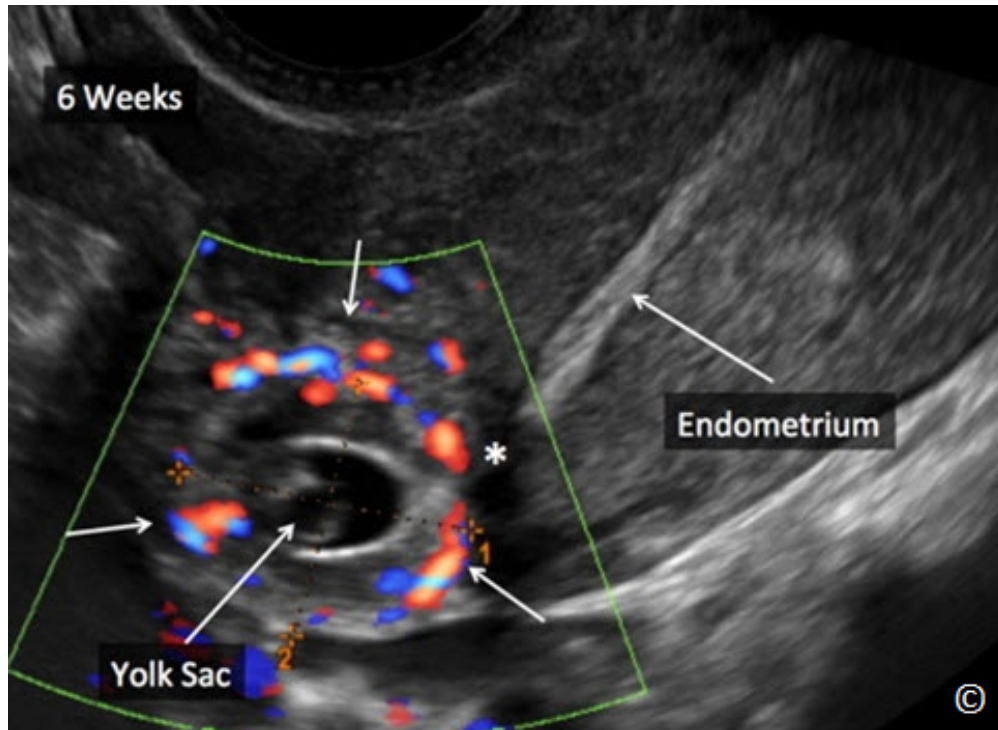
Ecografía de escala de grises y Doppler en color de un embarazo ectópico cornual a las 6 semanas de gestación (flechas). Obsérvese que el eco endometrial (rotulado como endometrio) está claramente separado del embarazo ectópico cornual (asterisco). Nótese el saco vitelino en el embarazo ectópico (rotulado).
